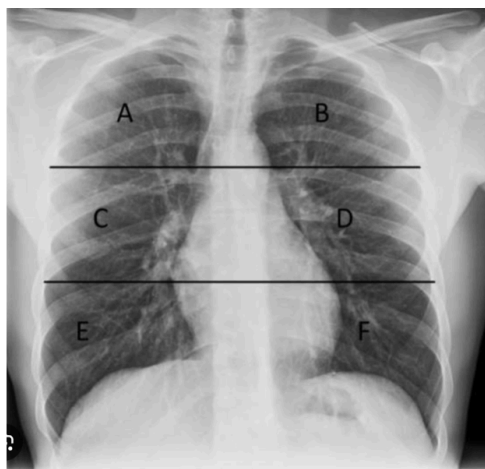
Radiografía de tórax posteroanterior (PA) normal. La imagen ilustra la división sistemática de los campos pulmonares en zonas superior (A, B), media (C, D) e inferior (E, F). Este enfoque es esencial para localizar y describir con precisión los hallazgos patológicos, como infiltrados o consolidaciones, característicos de las neumonías.
